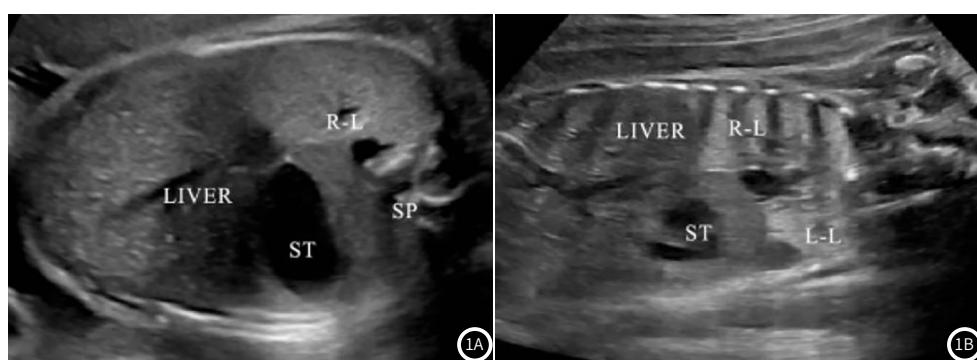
EOD超声声像图特征。胸腔横切面见胃泡位置改变(图1A)；胸腔冠状切面见左侧膈肌上抬，膈顶呈穹隆状抬高，左肺受压明显(图1B)。
